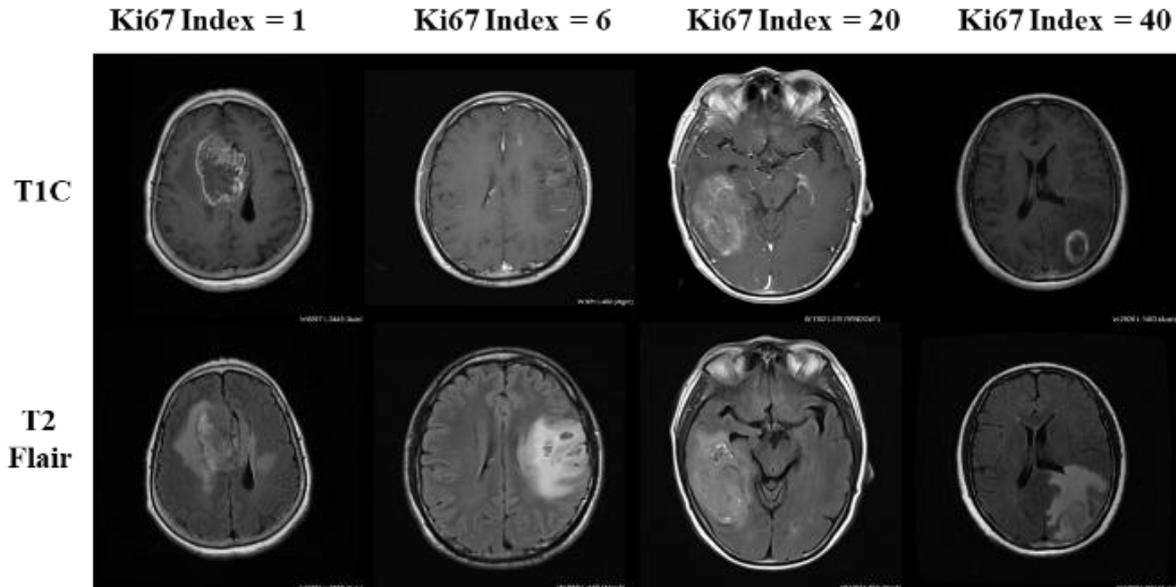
不同的 Ki67 指数的 T1C 和 T2 Flair 模态的临床 MRI 影像。
